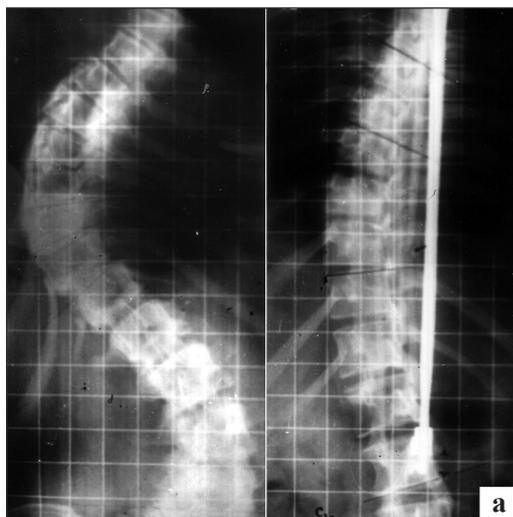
Фото рентгенограмм позвоночника при сколиотической деформации и реконструкции с применением: а) дистрактора Харрингтона; б) «растущей» конструкции
